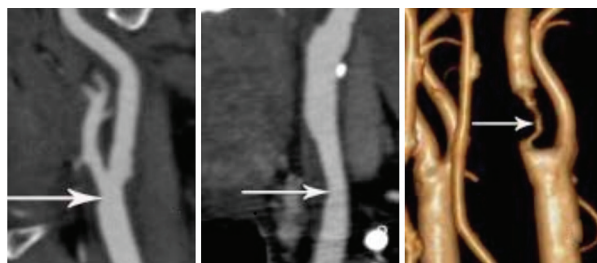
CT 血管成像显示进展性脑卒中患者头颈部动脉狭窄(白色箭头所示) 左为右侧颈总动脉分叉处轻度狭窄,中为左侧颈总动脉中度狭窄,右为左侧颈内动脉起始部重度狭窄。
